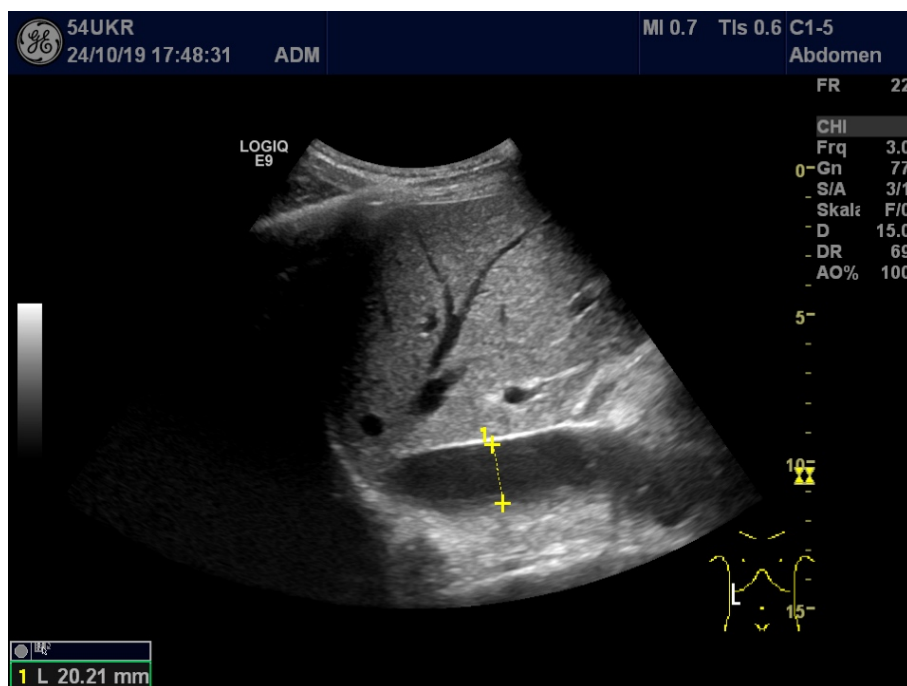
Sonographische Darstellung der unteren Hohlvene im B-Bild. Gemessen wurde der Gefäßdurchmesser im Längsschnitt distal der Einmündung der Lebervenen. In diesem Beispiel betrug der Durchmesser 2,21 cm.
